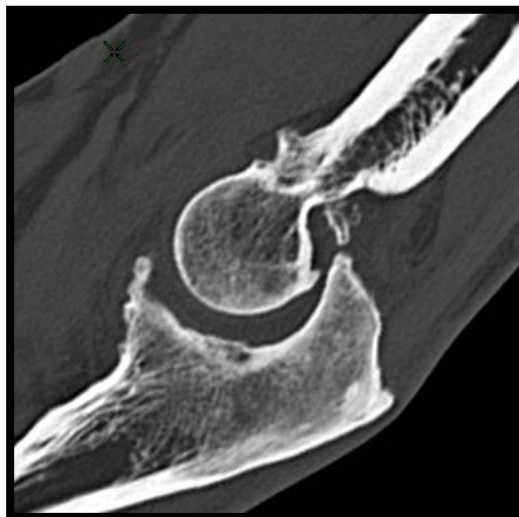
[17] : ARTHRO-TDM plan sagittal.
